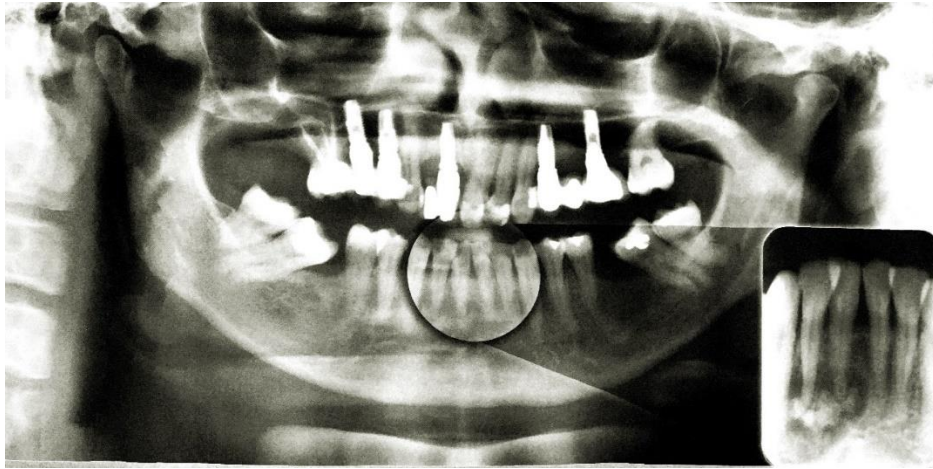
Radiografia panorâmica e periapical de displasia cemento-óssea - fase mista.
